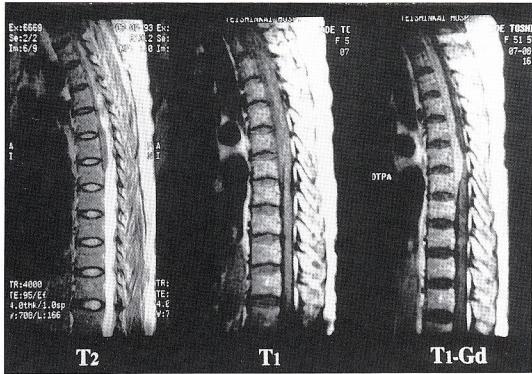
Sagittal MRI scan of the thoracic spine, demonstrating remarkable thickness and enhancement of the dura mater from C7 to Th8.
